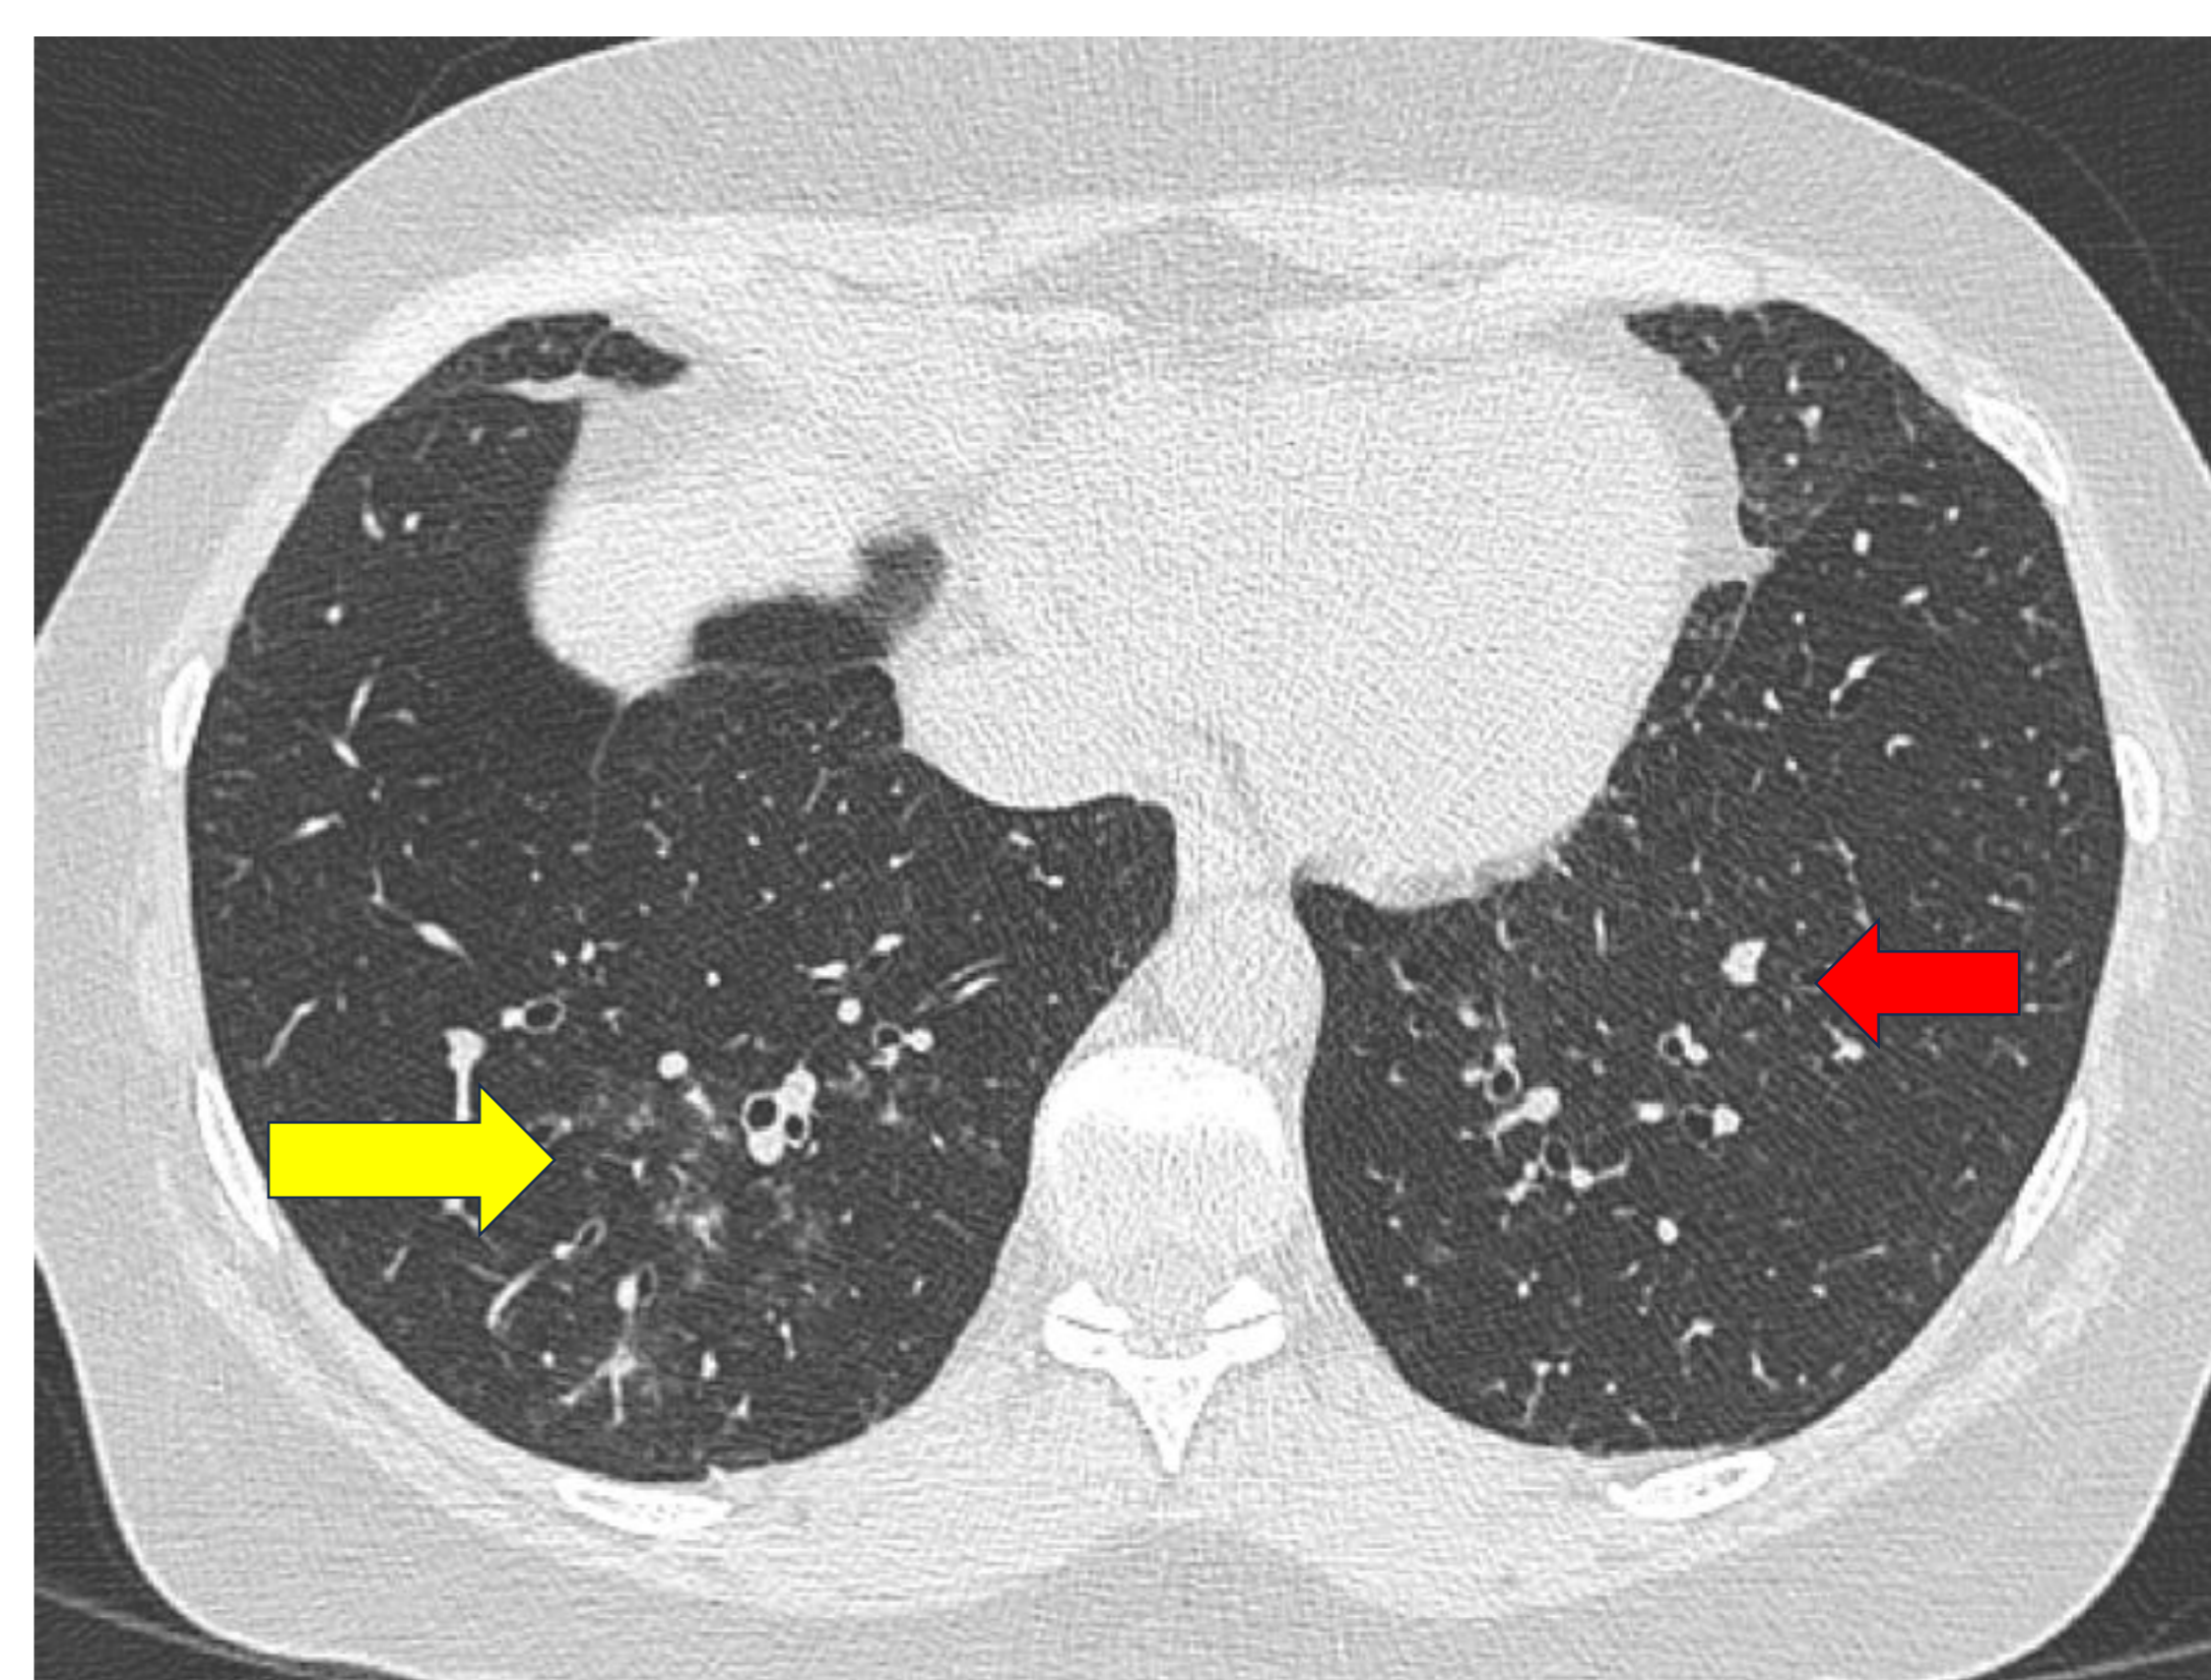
TC de tórax, corte axial. En un paciente neutropénico identificándose algún nódulo aislado de predominio izquierdo (flecha roja), que se acompaña de patrón de "árbol en brote" (flecha amarilla) en bases pulmonares, que posteriormente fue diagnosticado de aspergilosis angioinvasiva.
